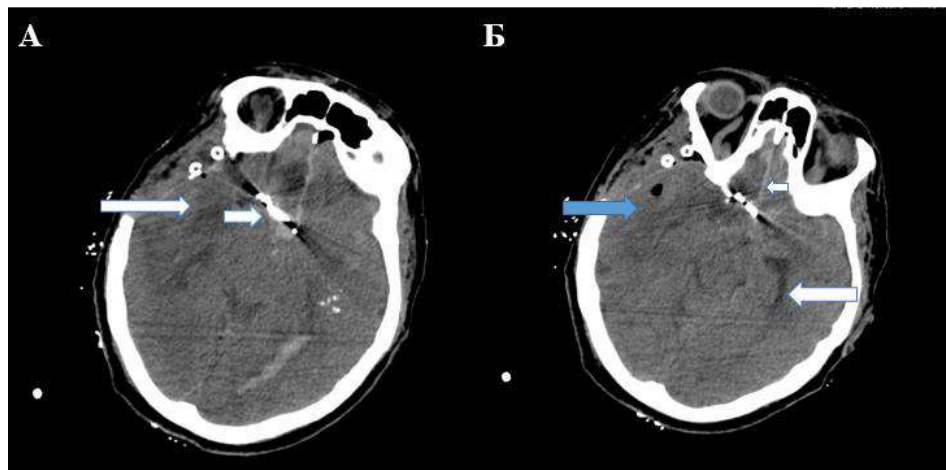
КТ головного мозга без контрастирования, аксиальная плоскость; первые сутки после оперативного вмешательства. А – клипированная аневризма передней соединительной артерии (короткая стрелка), послеоперационные изменения на месте удаленной внутримозговой гематомы (длинная стрелка). Б – кровь в межполушарной борозде (короткая стрелка) и боковом желудочке (длинная стрелка), послеоперационные изменения на месте удаленной внутримозговой гематомы (голубая стрелка)
